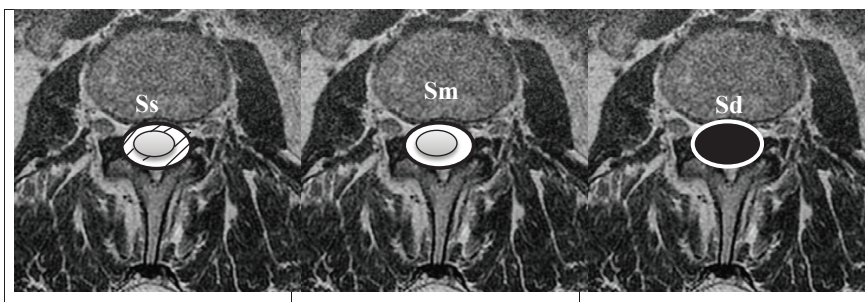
Планіметричні показники при МРТ-візуалізації площі резервного простору
